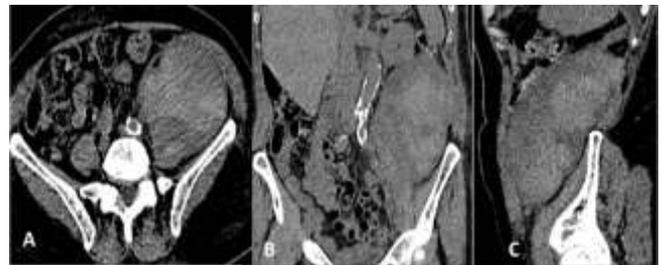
Tomografía Axial Computarizada. A: corte axial donde se aprecia gran masa intrabdominal heterogénea en íntimo contacto con el músculo psoas izquierdo. B, C: Reconstrucciones multiplanares en proyección coronal (B) y sagital (C) donde se aprecia la gran extensión longitudinal del hematoma.
